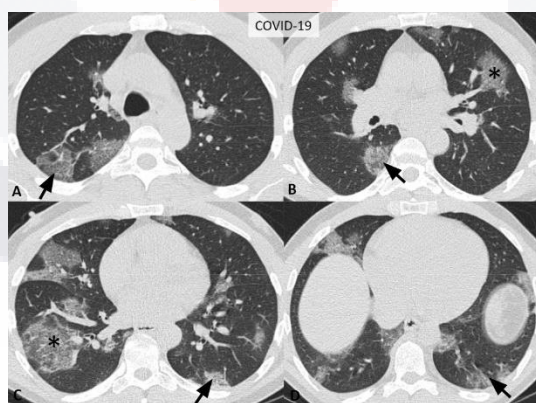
A-D. Características típicas de imágenes de TC para COVID-19. Imágenes axiales de cortes finos sin contraste de los pulmones en un hombre de 52 años con una RT-PCR (EA) positiva que muestran GGO redondeado (asteriscos) y periférico bilateral, multifocal (flechas) con engrosamiento del tabique interlobulillar superpuesto y líneas intralobulillares visibles (“Pavimento loco”).
